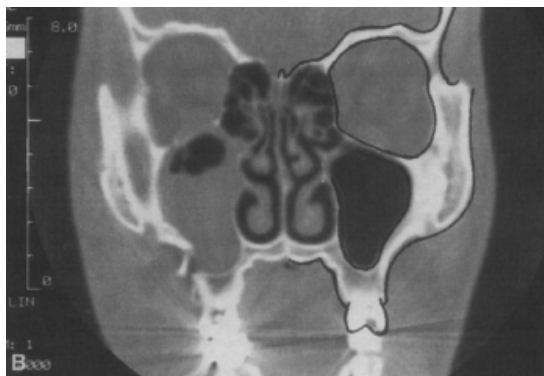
Tomografia computadorizada com a mensuração realizada - fonte: ELLIS III e KITTIDUMKERNG (1996).
